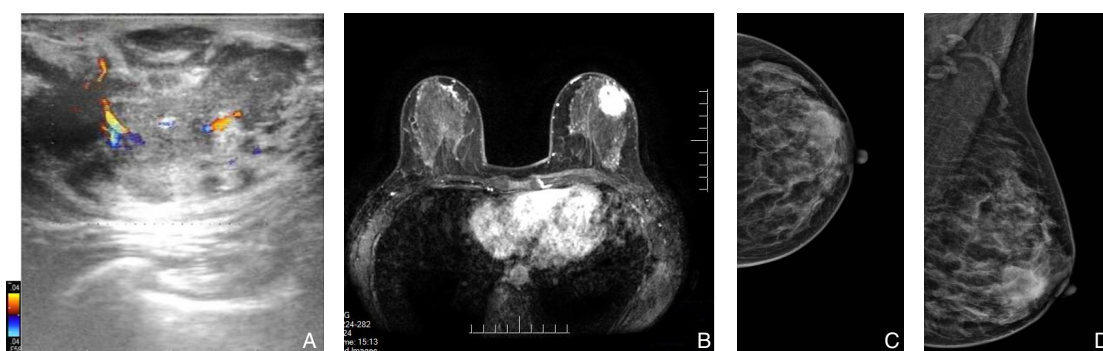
影像学资料 A：乳腺彩超示左乳4点方位腺体内探及一32 mm×20 mm×23 mm低回声肿块，形态不规则，边界不清，内光点粗，分布欠均匀，内可见多个细小强光点，结节内可见丰富的血流信号；B：乳腺增强MRI示左乳外下象限3~5点钟方位可见一不规则肿块，呈等T1、稍长T2信号，DWI呈高信号，ADC呈低值，大小约35 mm×29 mm×31 mm，病灶边界欠清，增强后内部呈不均匀的明显环形强化；C-D：乳腺钼靶（分别为左乳轴位和左乳内斜位），左乳外下象限内见一不对称类圆形高密度影，边界清晰，大小约26 mm×21 mm，内未见明显钙化影，腋下可见淋巴结影，较大者短径约12 mm
